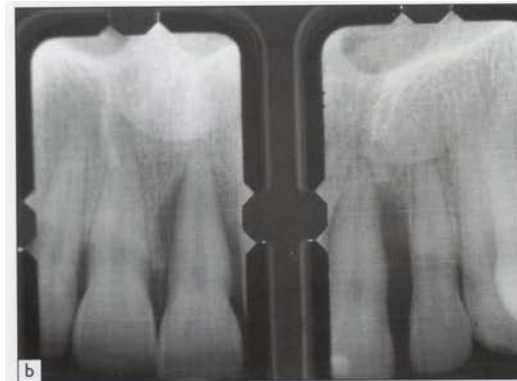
Image radiographique en cours de traitement orthodontique, après thérapeutique initiale seulement.
